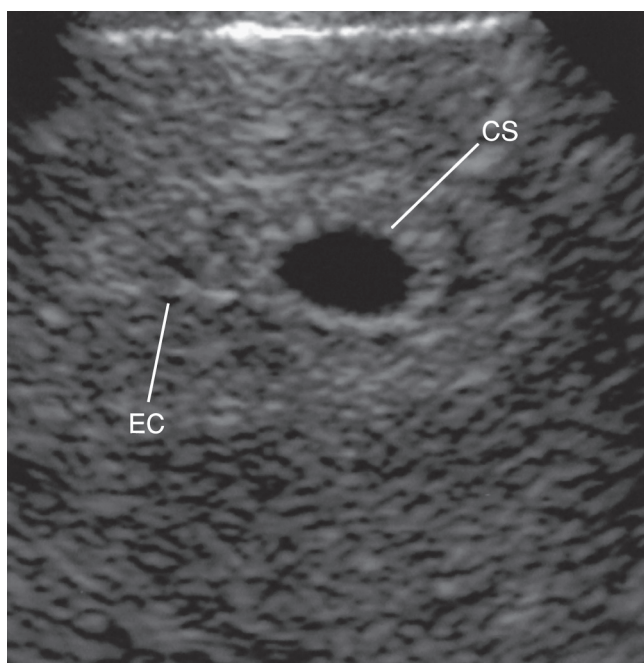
Ecografia transvaginale che mostra il “segno intradeciduale”. Si noti che il sacco corionico (CS, *Chorionic Sac*) sposta la cavità endometriale (EC, *Endometrial Cavity*), a indicare che il sacco corionico in realtà si trova all'interno della decidua vera e non all'interno della cavità endometriale.
